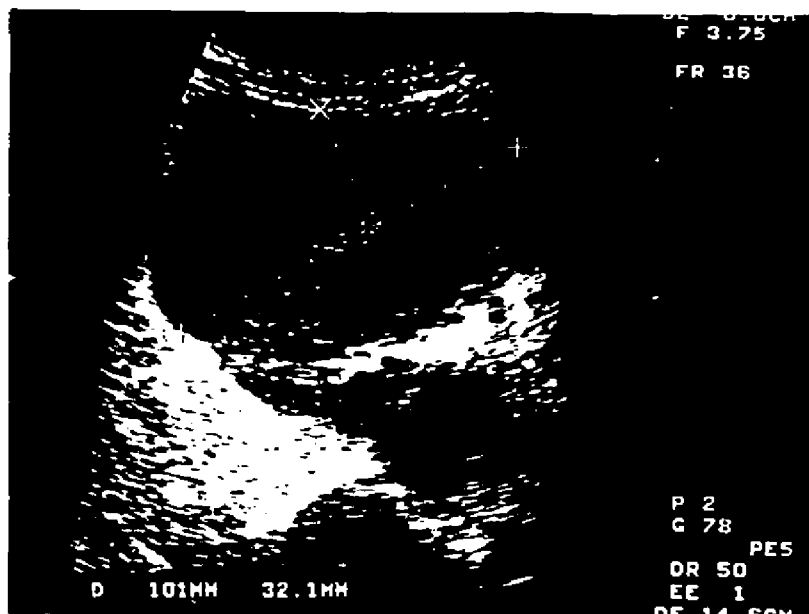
Ecografía simple en modo B. Gran colección subcapsular con septos, post-biopsia, que comprime el parénquima renal.
